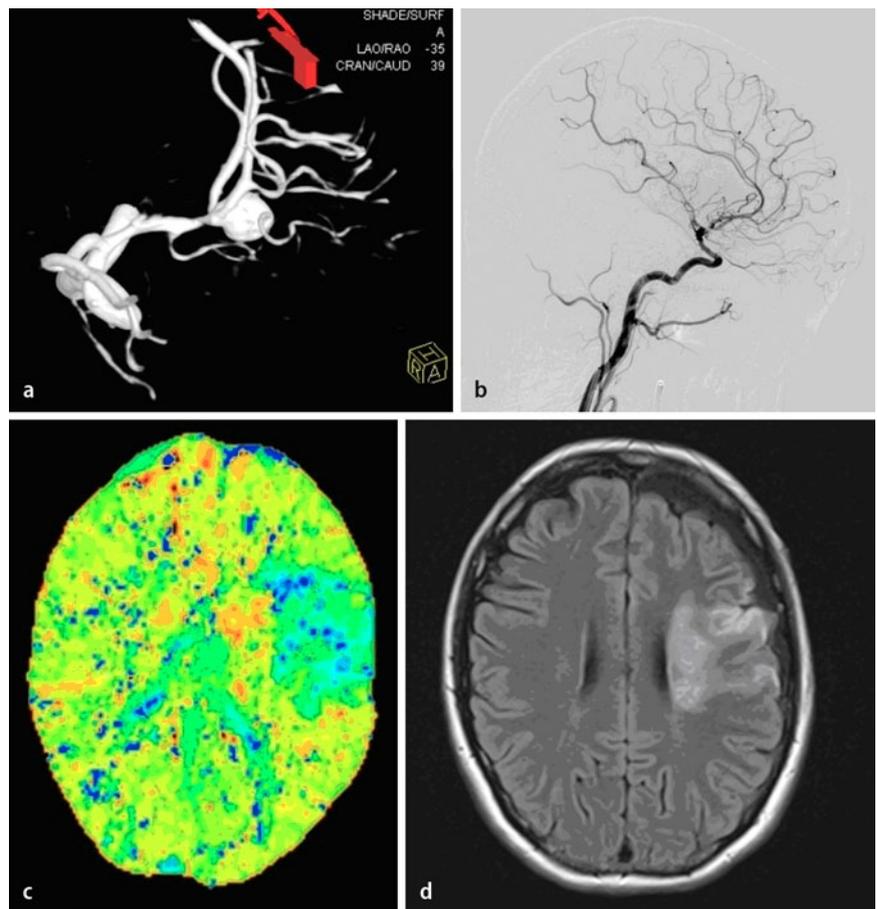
▲ A. -cerebri-media-Aneurysma links: a 3D-Angiographie präoperativ mit Darstellung des Aneurysmas, beginnender Vasospasmus im M1-Segment. b Postoperative Angiographie mit Nachweis eines durch den Clip bedingten Verschlusses des Truncus superior. c Perfusions-CT mit Nachweis eines Perfusionsdefizits im Stromgebiet der ACM links. d MRT (Flair-Sequenz) mit Nachweis des resultierenden Infarktes nach 6 Monaten
